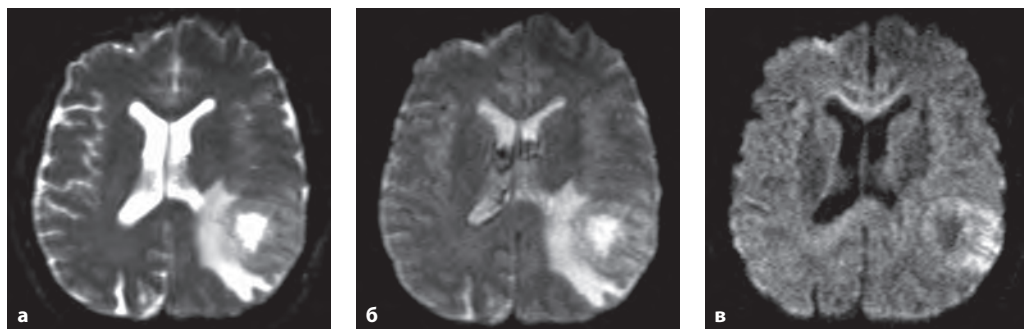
МРТ головного мозга. Глиобластома. ДВИ с разными факторами диффузии b : а – 0; б – 300; в – 1200.
